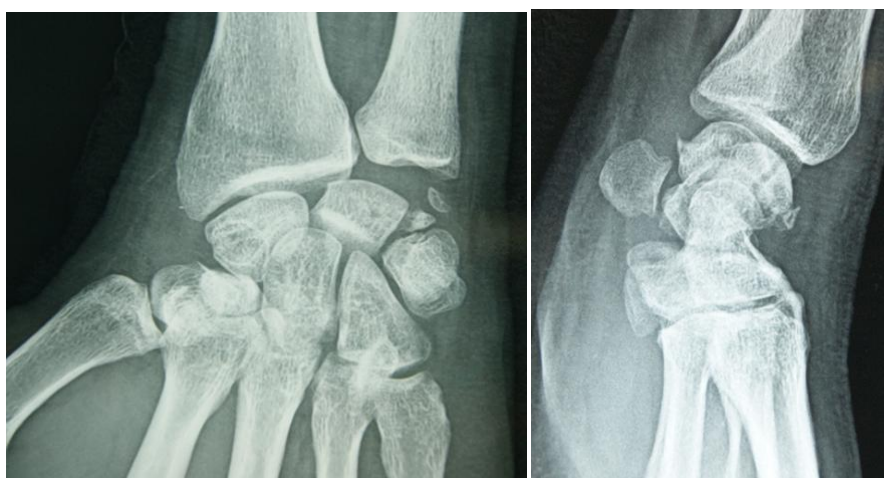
Radiographie de face et profil après ablation des 2 broches de scaphoïde
